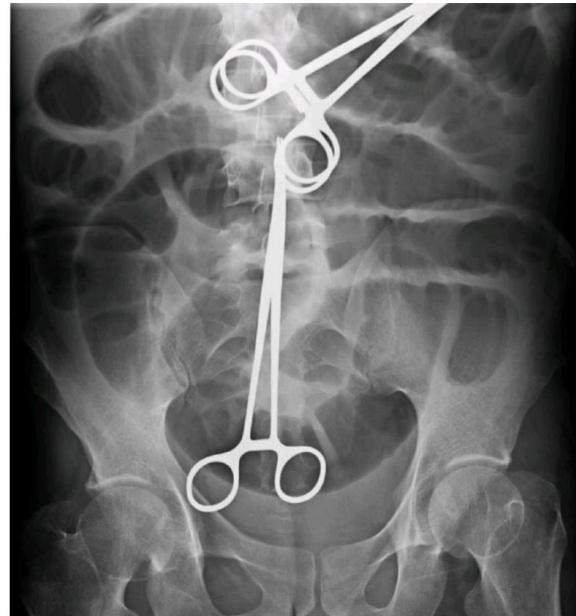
Обзорная рентгенограмма органов брюшной полости пациента Х. Визуализируется три инородных тела (хирургических зажима).
